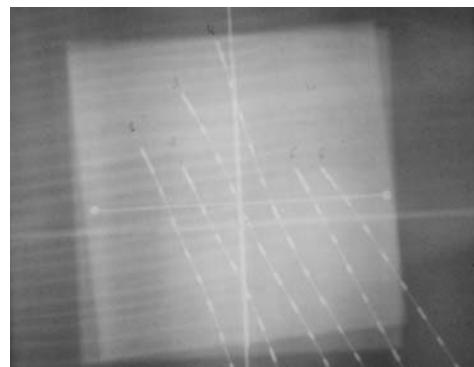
Radiografía de simulación del mismo aplicador de la figura 1. Los catéteres están paralelos y equidistantes.
